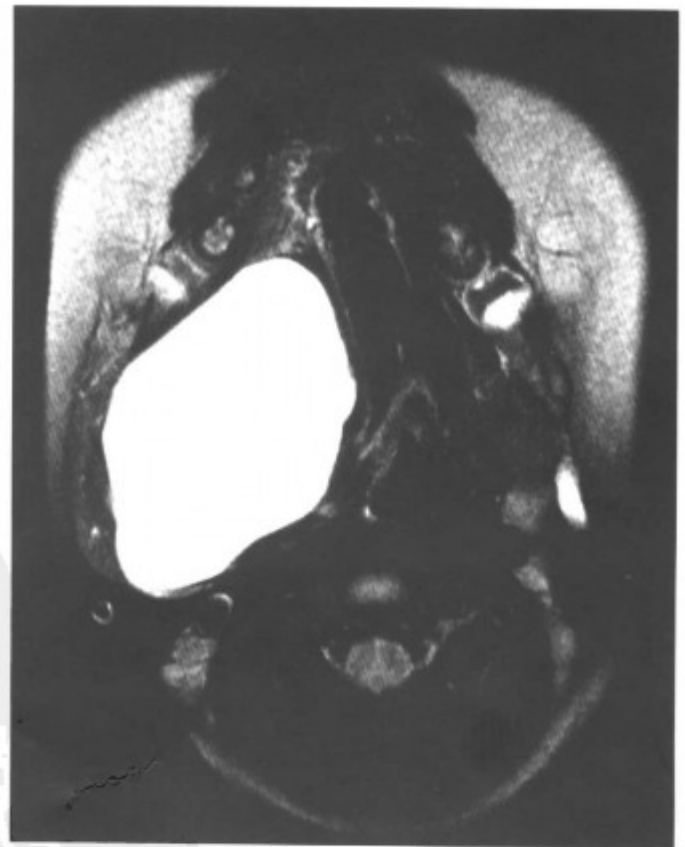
轴位 MRI- T_2WI 扫描，为均匀高信号（同上病例）
